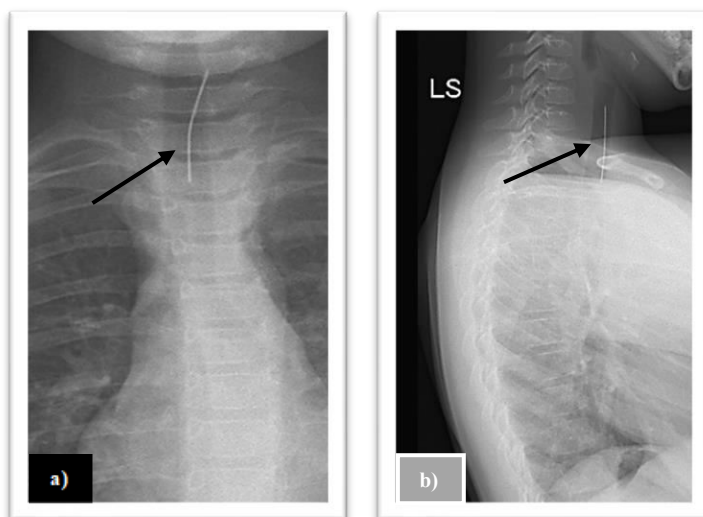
Radiografie toracică antero-posterioară (a) și de profil (b) cu corp străin metalic (ac) în traheie.
